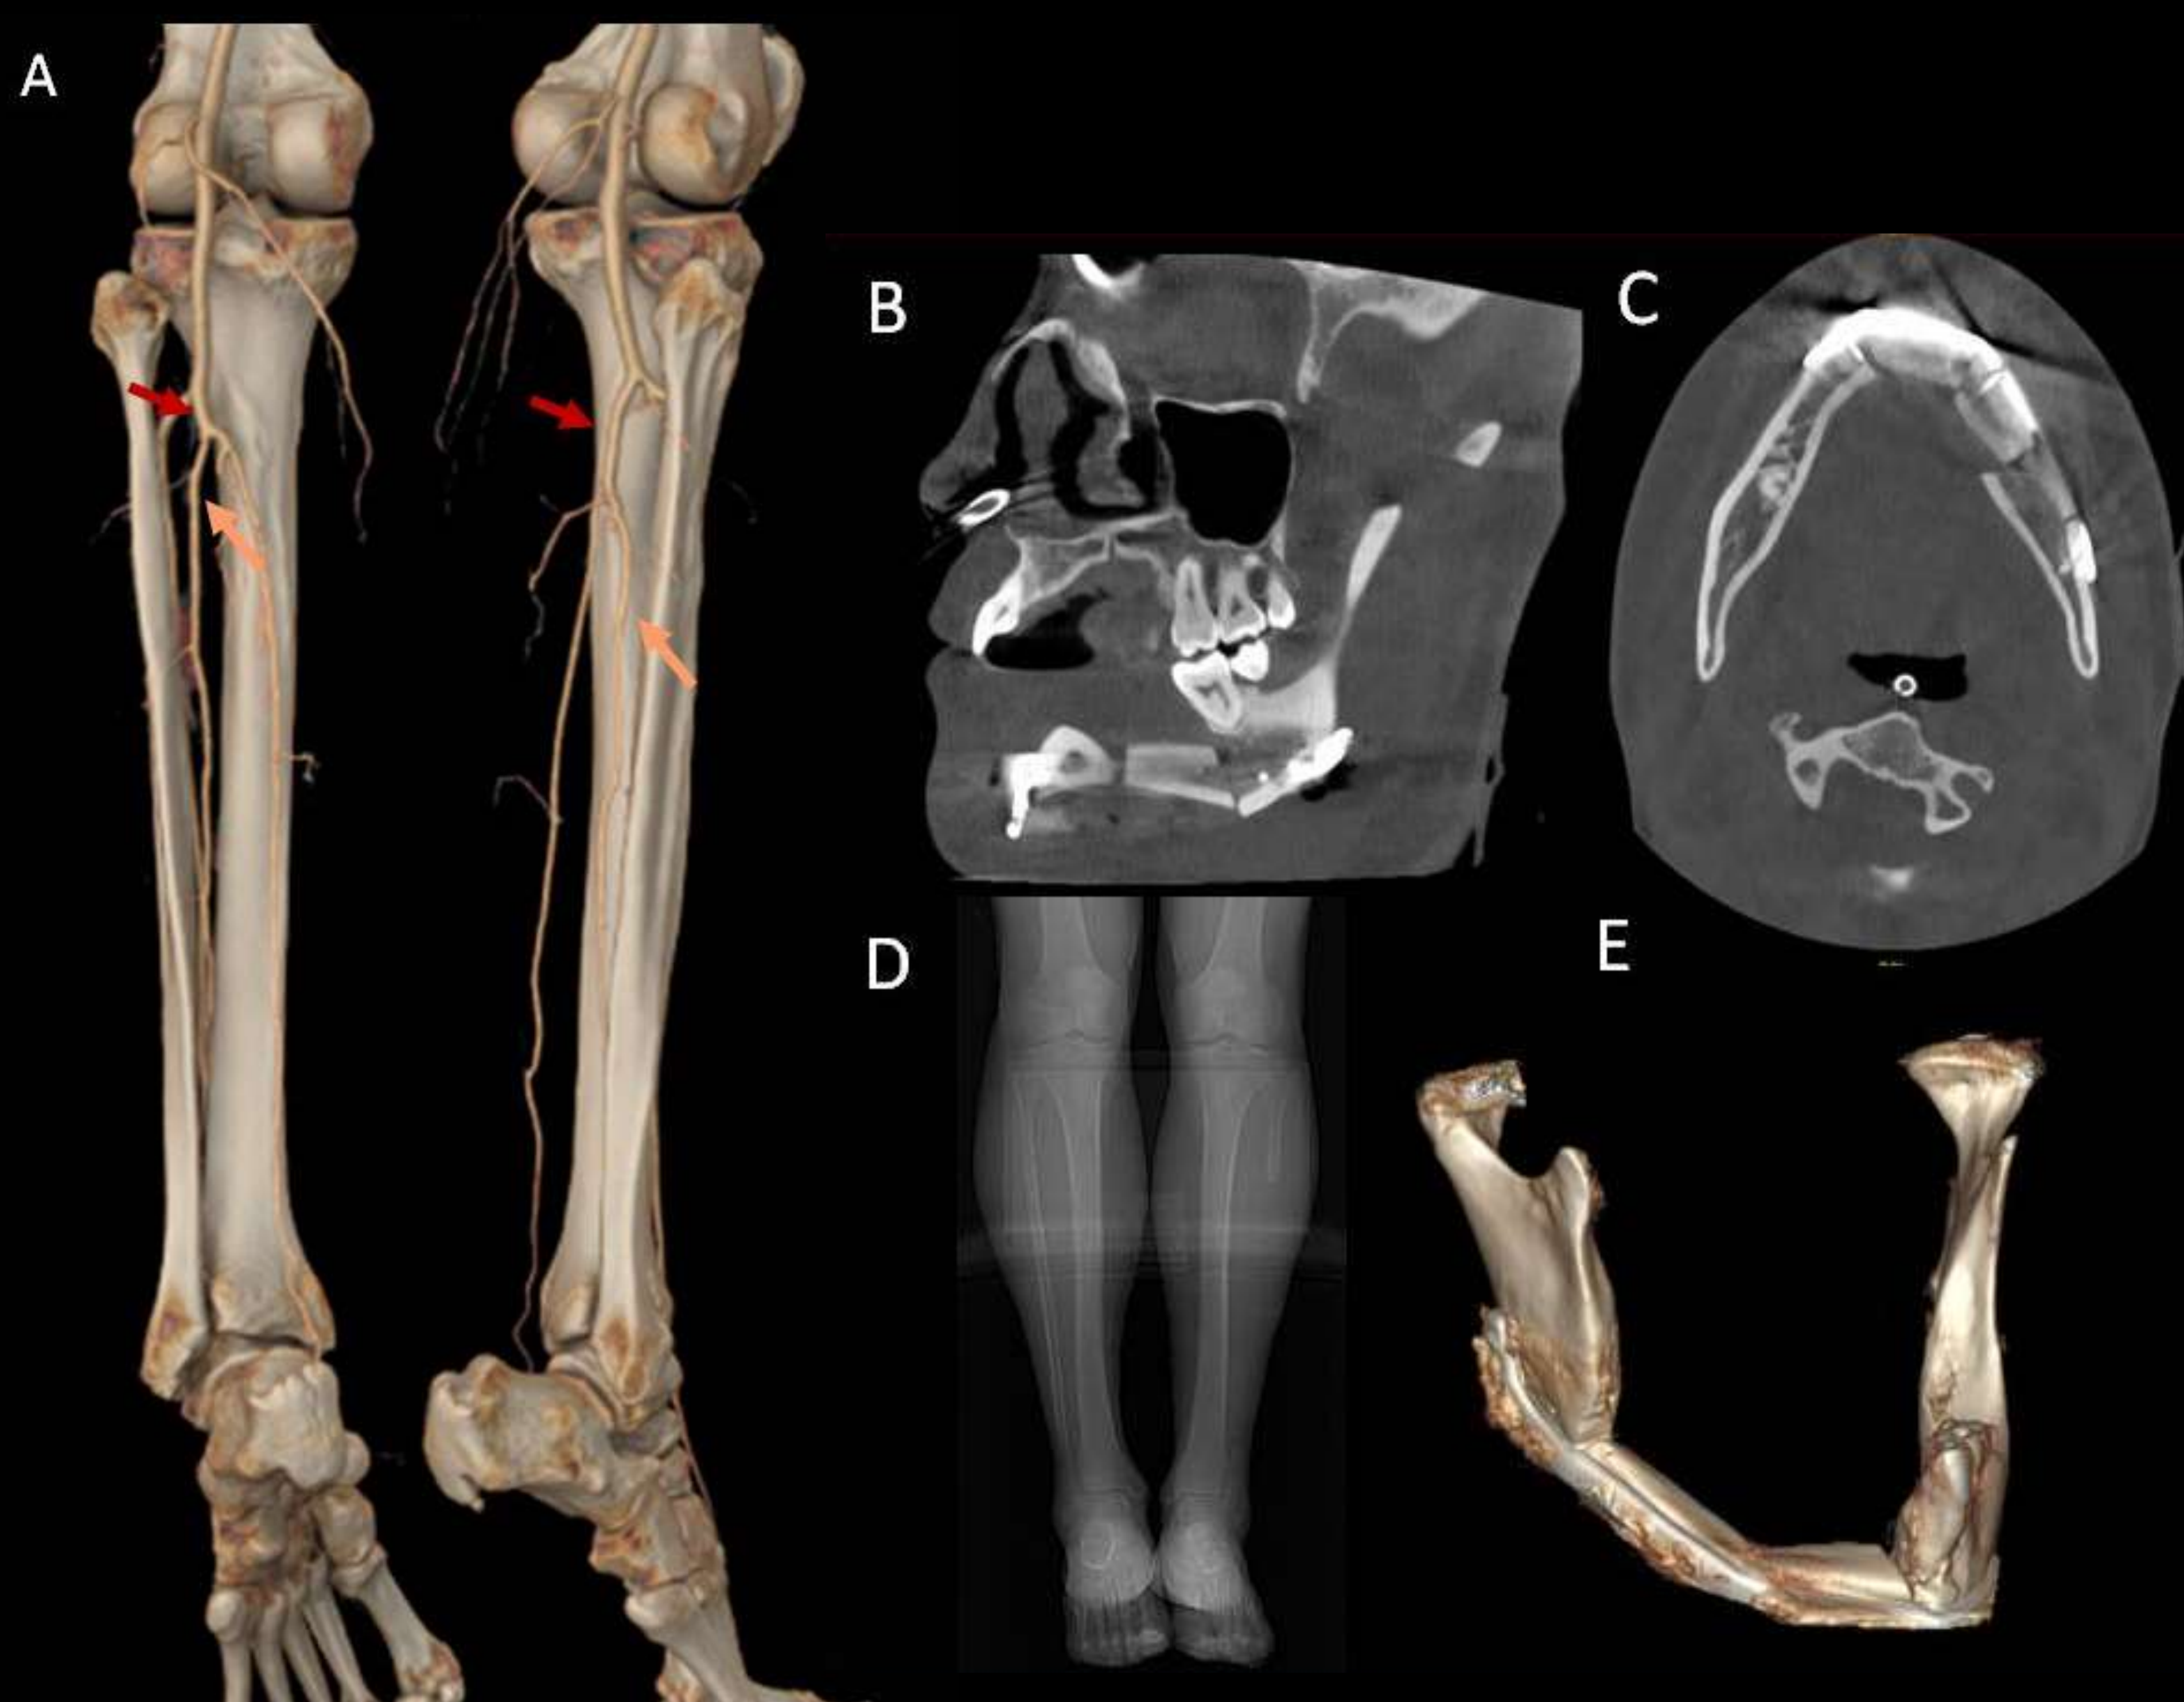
Reconstrucción VR de la anatomía vascular: la arteria peronea (flechas naranjas) es la rama intermedia del tronco tibioperoneo (flechas rojas). Reconstrucciones MPR (B,C) y VR (E) de un cone beam TC mandibular tras reconstrucción con peroné en un caso de carcinoma escamoso de cavidad oral. Topograma (D) de un TC de piernas tras la cirugía que se realizó por otros motivos.
